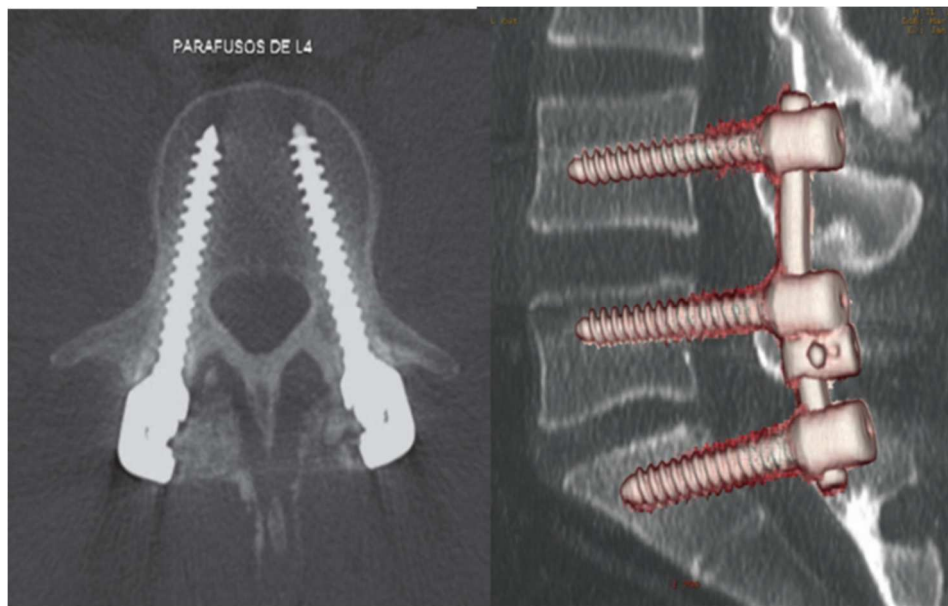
Parafusos: imagens de TC no plano axial (A) e reconstruções multiplanares da coluna lombar ilustrando a instrumentação metálica e implantes sagitais (B) evidenciando a artrodese metálica posterior com os parafusos bem posicionados na porção medial dos pedículos [22].
